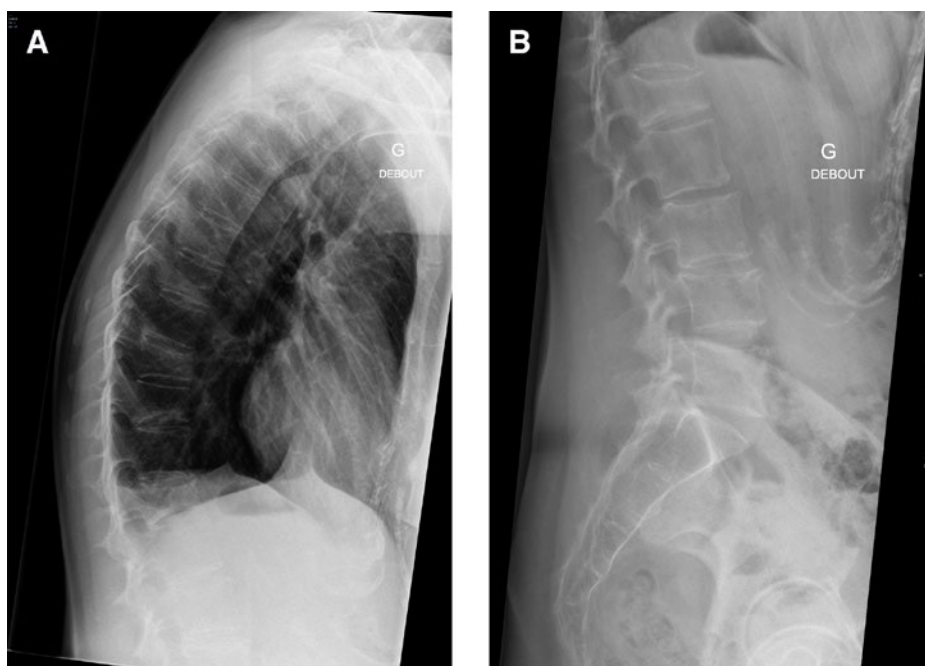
Radiographie latérale du rachis thoracique (A) et lombaire (B): Mise en évidence de multiples fractures par compression des vertèbres T10, T11, L1 et L4.
